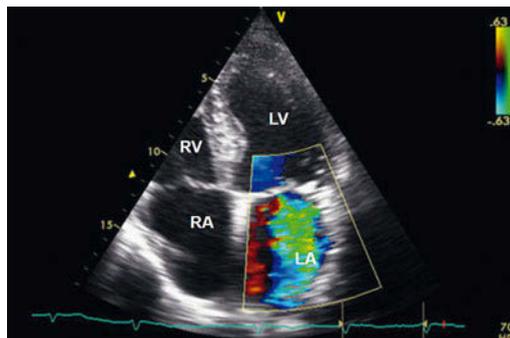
Hochgradige Mitralklappeninsuffizienz in der transthorakalen Echokardiografie. 4-Kammer-Blick, RA = rechter Vorhof, RV = rechter Ventrikel, LA = linker Vorhof, LV = linker Ventrikel.
